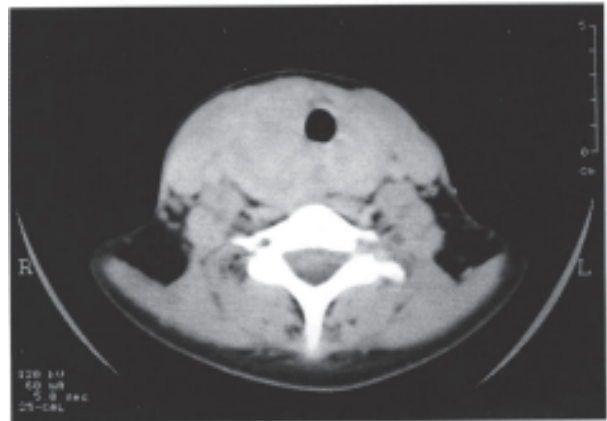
Computed tomographic (CT) scan of neck after 6 months of corticoid treatment, showing a large isodense mass that surrounds and displaces the trachea, expanding to both sides.
